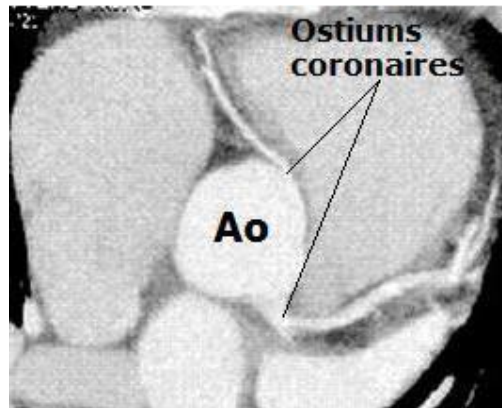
Reconstruction TDM oblique passant par les ostiums coronaires.
